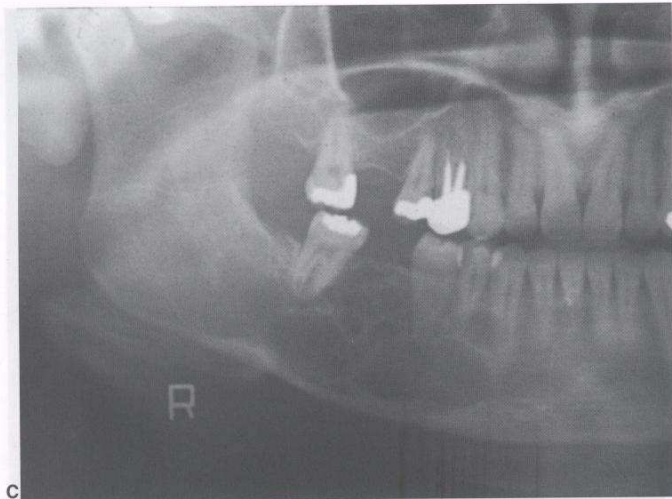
(Cont.) C. La radiografía panorámica pone en evidencia la extensión de la lesión y su relación con elementos anatómicos vecinos.
